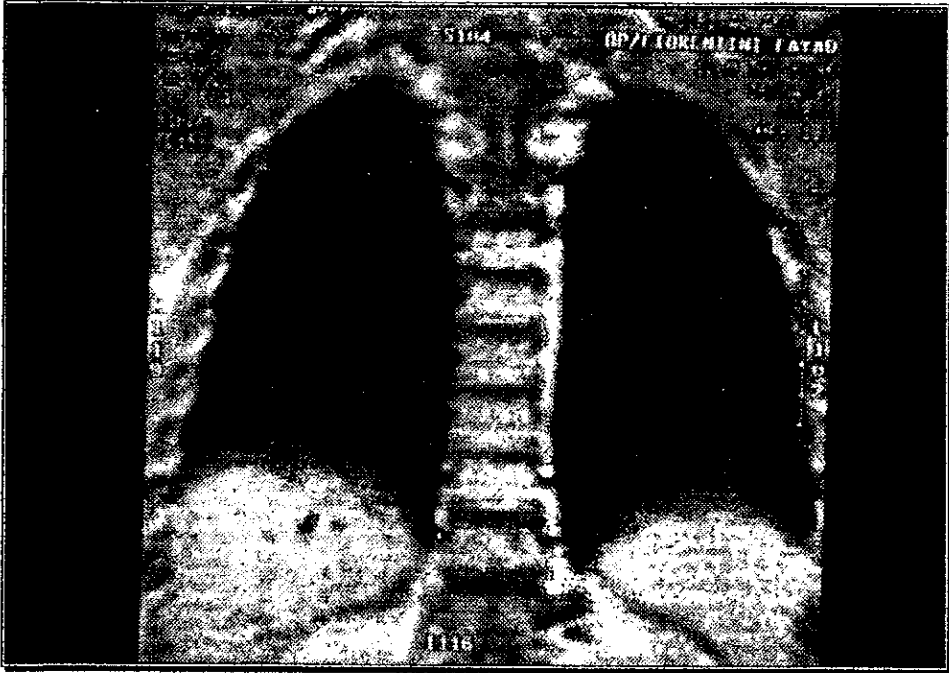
Tomografía computarizada de tórax. Sin evidencia de lesiones metastásicas. Caso 1.
